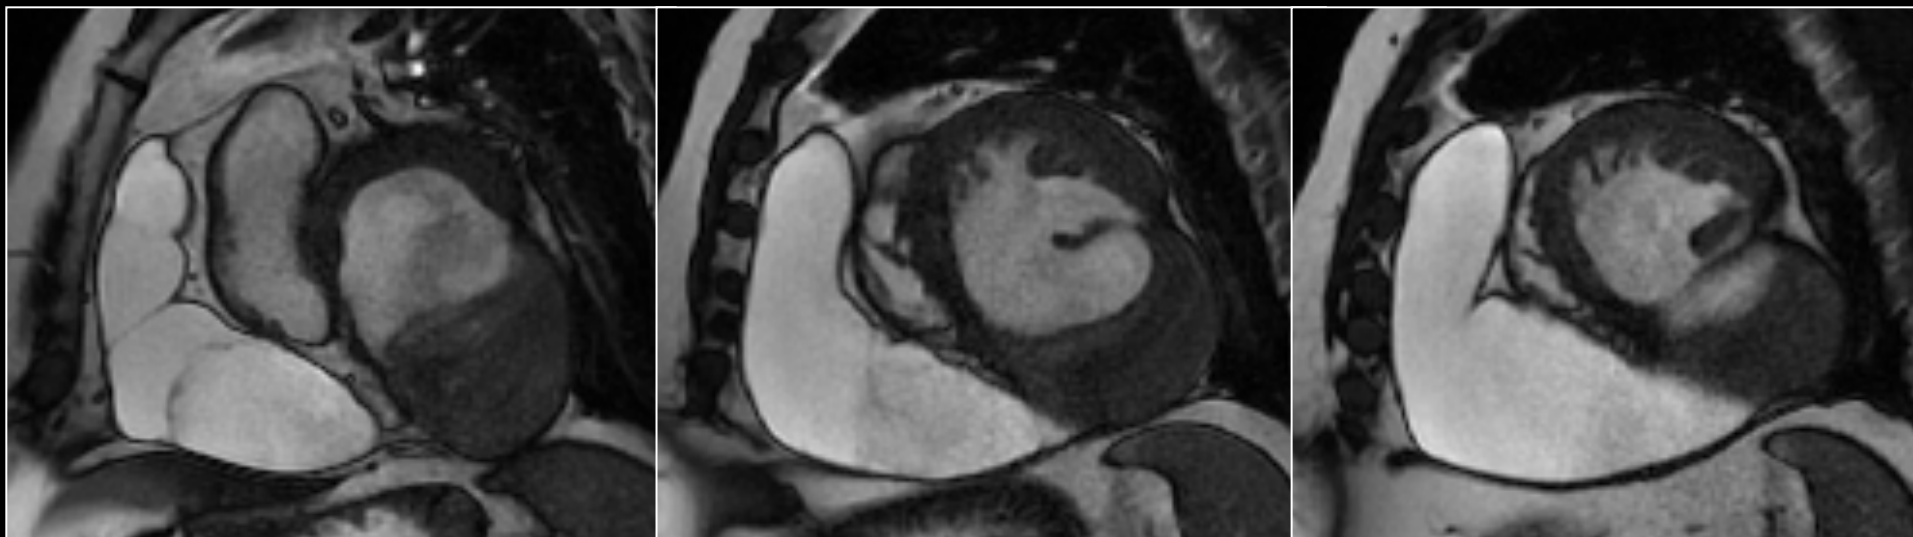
RM cardiaca: secuencia SSFP en eje corto
